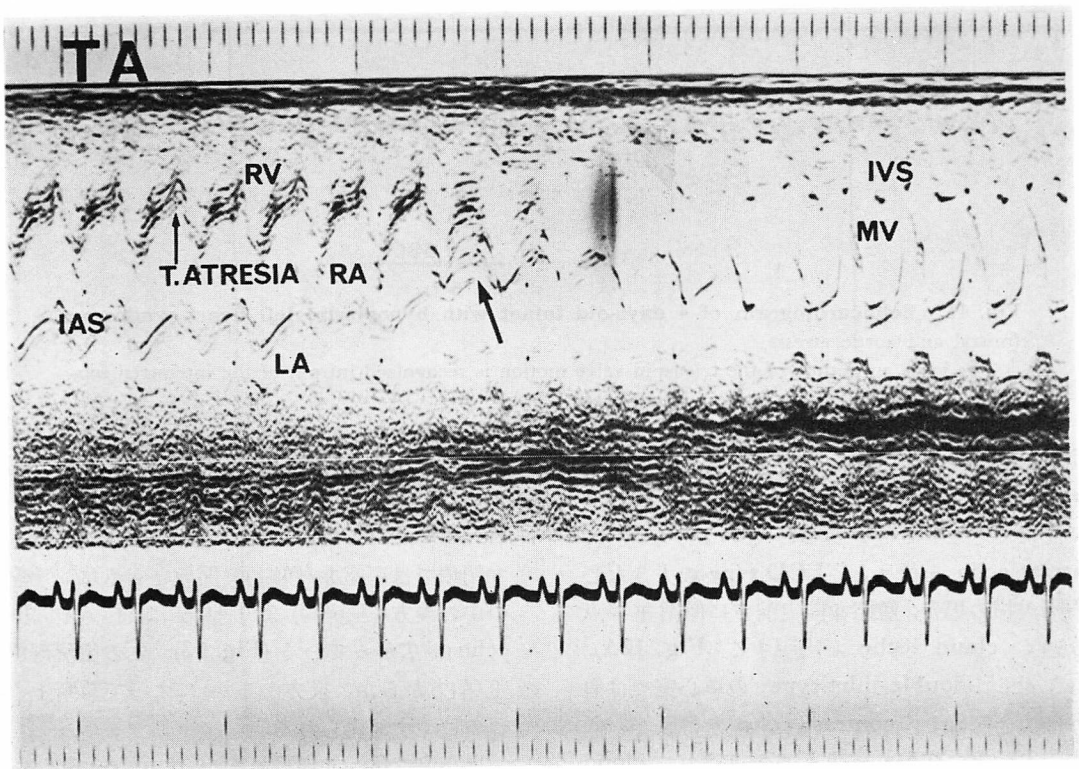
Echocardiogram of tricuspid atresia.
